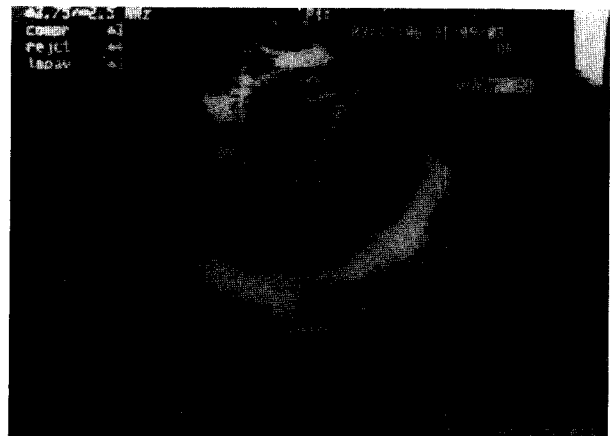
Ecocardiograma bidimensional en un joven de 24 años con bloqueo de rama derecha y bloqueo auriculoventricular de primer grado. En una toma subxifoidea el engrosamiento de la porción basal del septum es a expensas del adosamiento de la valva septal de la tricúspide (flechas blancas). Nótese la diferente densidad acústica de ambas estructuras. Se observa desplazamiento del plano valvular tricuspídeo hacia el ápex con una distancia aumentada respecto del plano valvular mitral. La valva septal de la tricúspide no mostraba motilidad alguna en su mitad proximal. Su extremo libre distal es de pequeño tamaño y con escasa motilidad. Estas características marcan la diferencia con la enfermedad de Ebstein.
